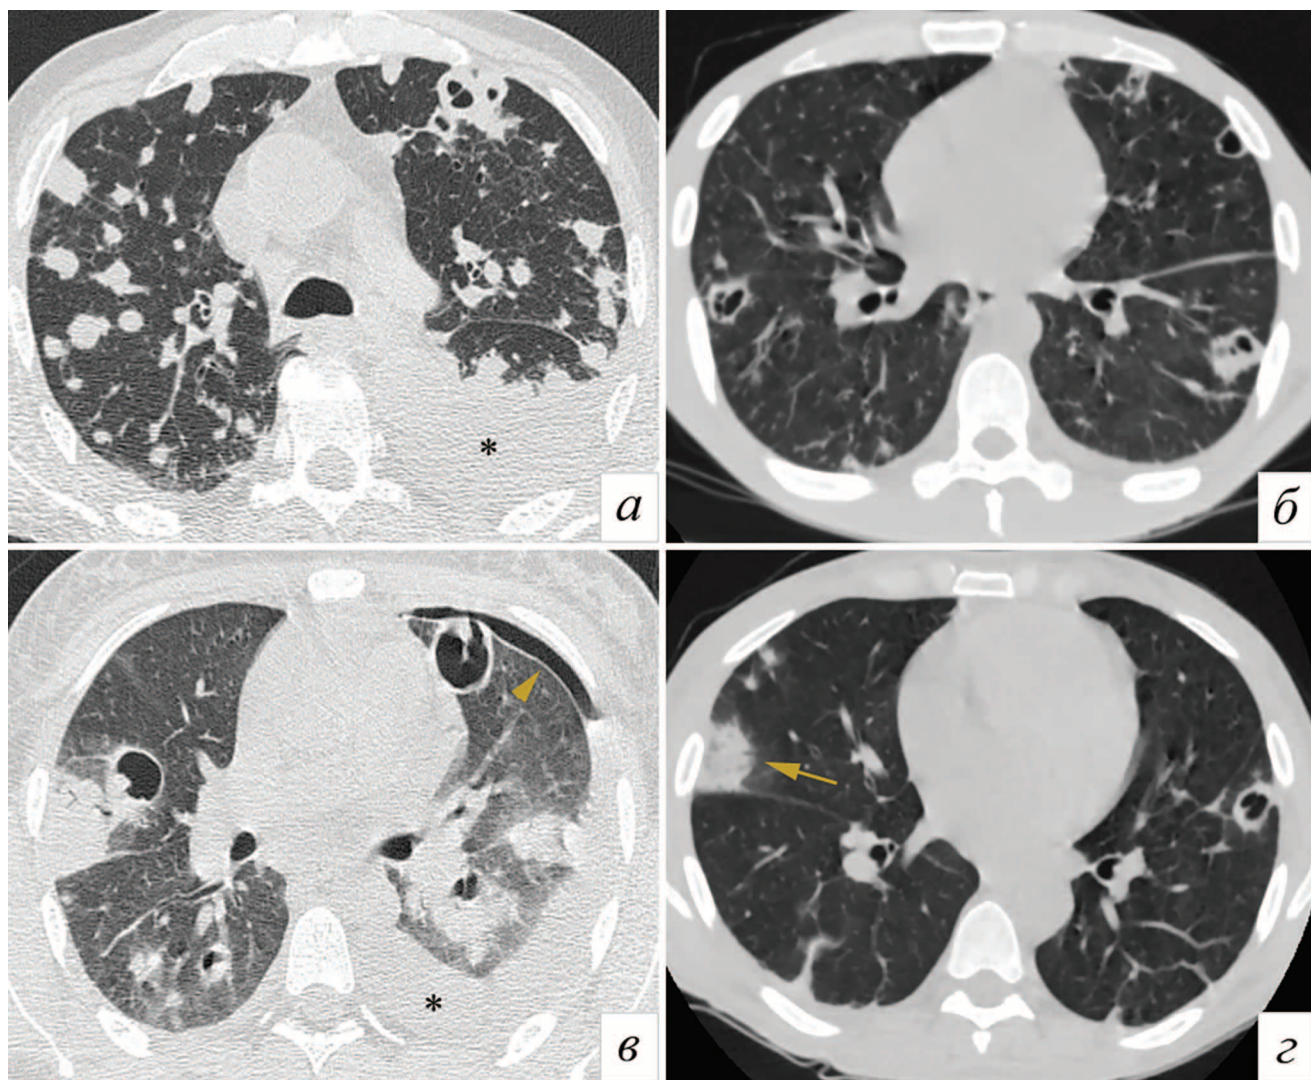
КТ ОГК в аксиальной проекции различных пациентов с характерной КТ-картиной СЭП.
